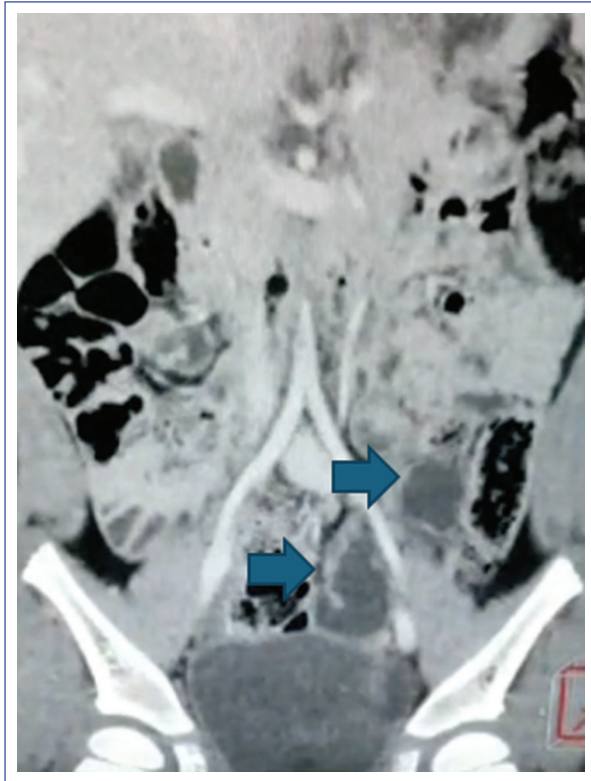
Urotomografía con contraste que muestra el megauréter izquierdo (flechas).
